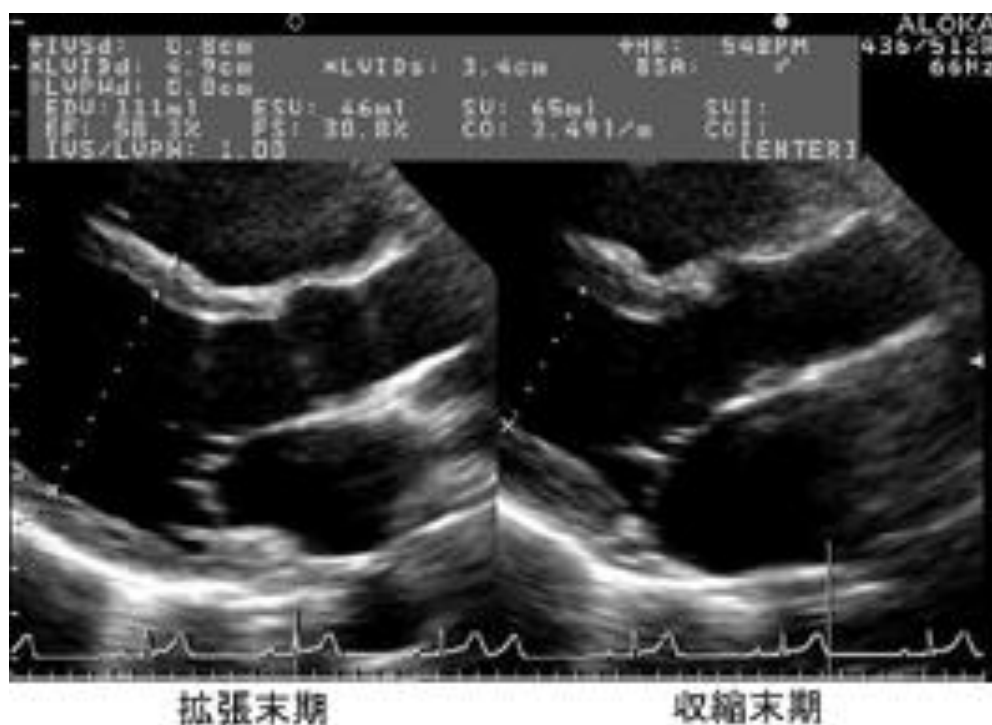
心エコー検査による収縮期左室径 (LVESD) の計測 [32]
